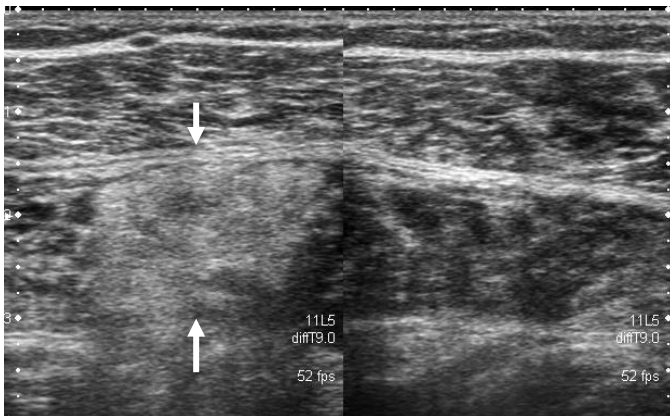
Lipoma intramuscular. Ecografía modo B. Izquierda: Masa hiperecogénica en espesor de sóleo, de bordes parcialmente bien definidos pero con componente infiltrativo en profundidad. Derecha: Sóleo contralateral normal.
